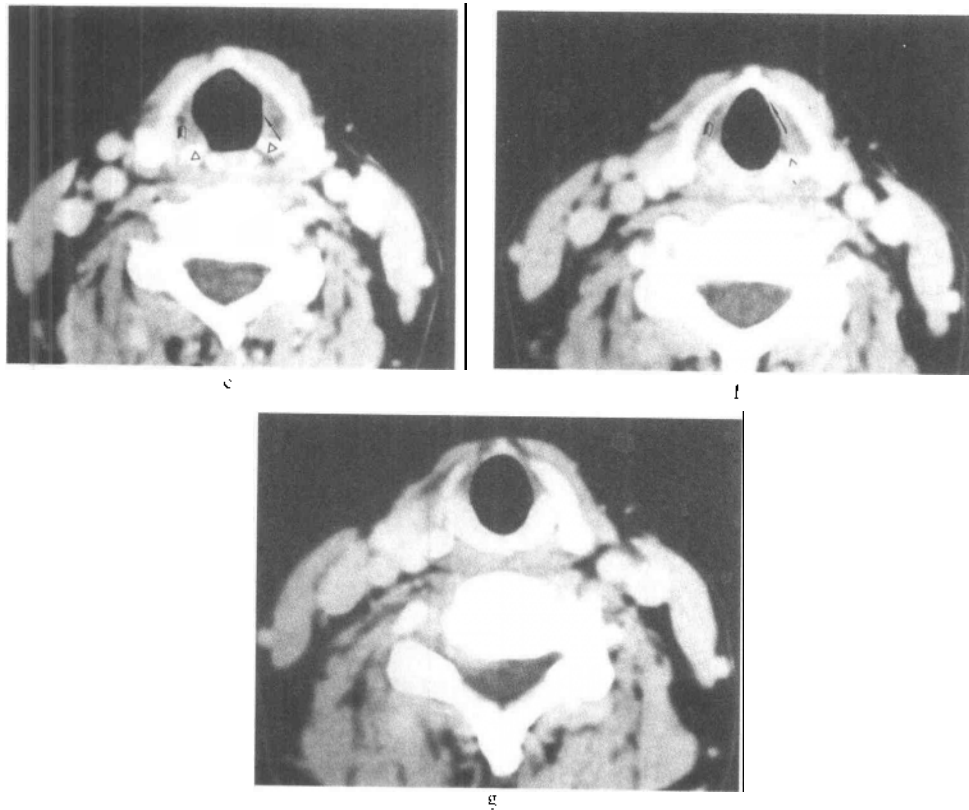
~g 颈部横断面增强扫描 CT 图(喉部正常横断面解剖)：
